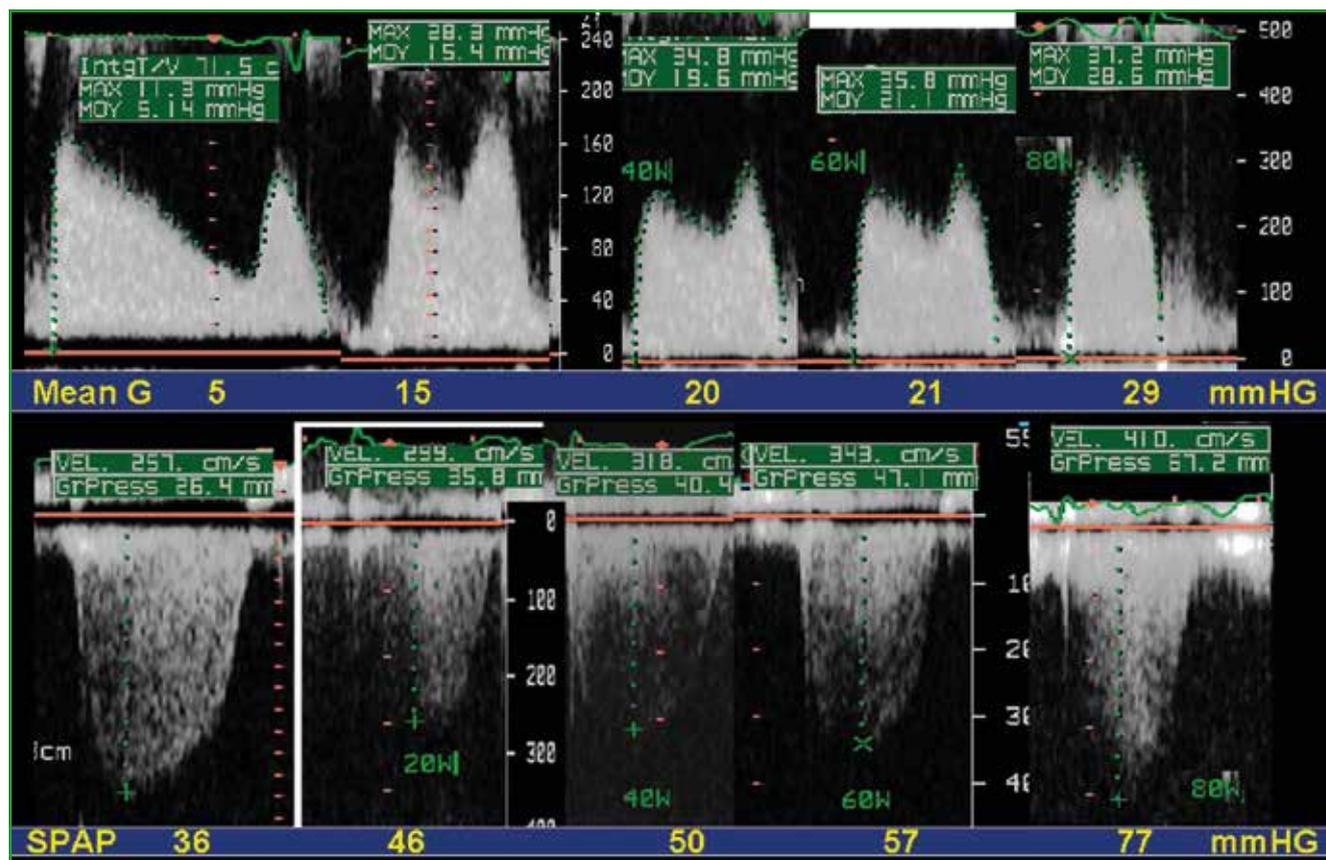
Évolution du gradient transmittal et de la pression artérielle pulmonaire systolique lors d'une échocardiographie d'effort chez un patient présentant un rétrécissement mitral serré.
